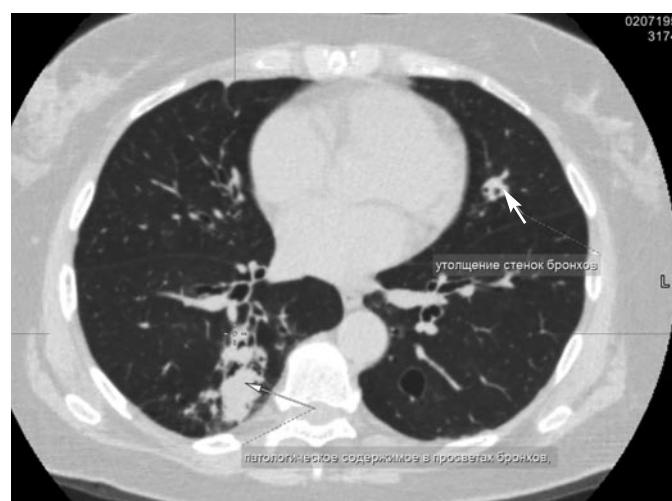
СКТ ОГК от 21.10.2016. Стрелкой указаны цилиндрические бронхэкстазы.
